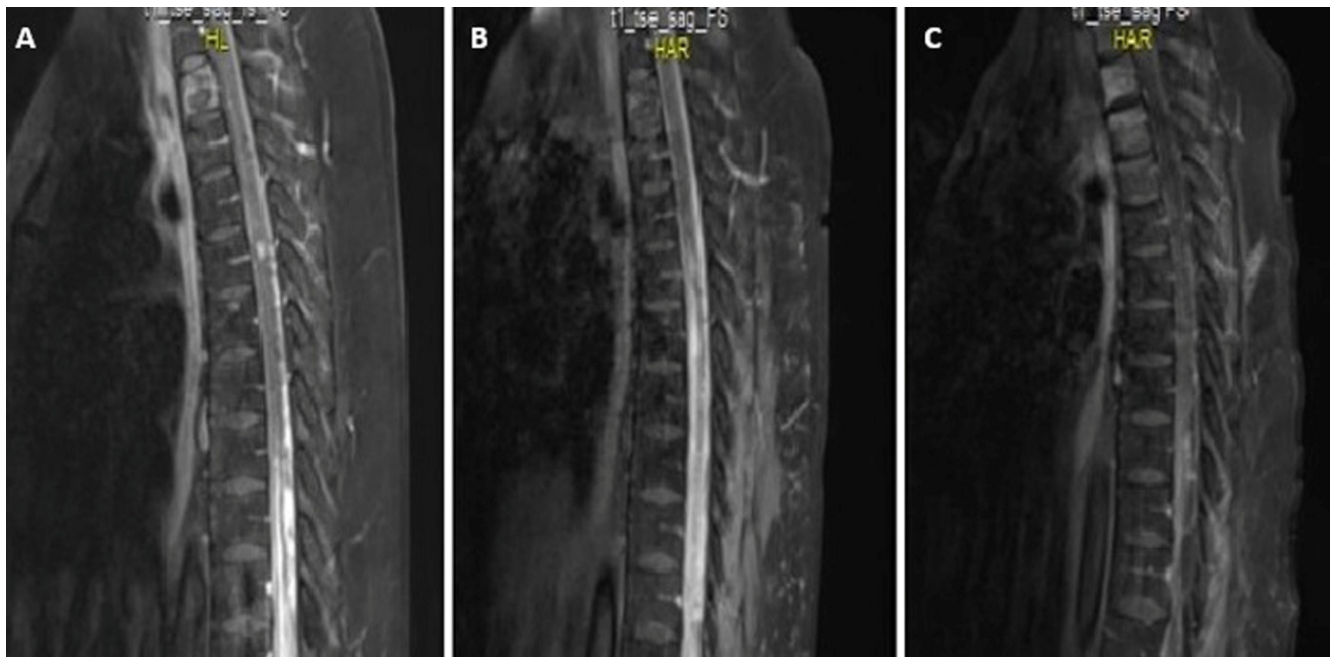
T1 contrast enhanced sagittal magnetic resonance imaging of thoracic region of the patient. A) At the T5 vertebra level 8x7 mm homogenously contrast enhanced intramedullary lesion (shown with an arrow) and dural heterogeneous contrast enhancement from T5 to L2 level, seen before radiotherapy (RT) and temozolomide (TMZ). B) Same lesion 9x8 mm and an increase in the contrast enhancement, after RT and TMZ therapy C) Regression of the tumors of the patient after 14 cycles of bevacizumab therapy which shows loss of contrast enhancement of the lesions.
